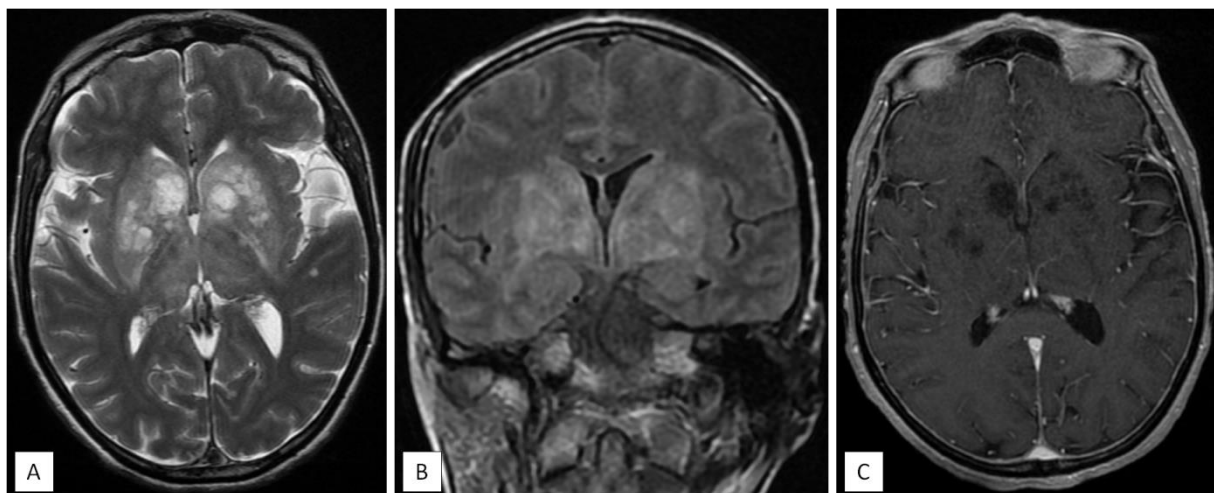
L'IRM cérébrale montre la présence au niveau des noyaux gris centraux en bilatéral de multiples formations kystiques en hypersignal T2 (coupe axiale : A) et FLAIR (coupe coronale : B), sans prise de contraste périphérique (coupe axiale : C), dont certaines sont confluentes, de taille et forme variable.
